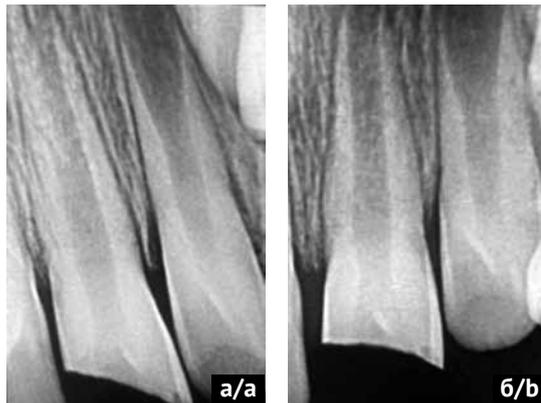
Диагностический рентгеновский снимок зуба 2.1 Диагноз: зуб 2.1 – S02.52 «перелом коронки зуба с повреждением пульпы»
